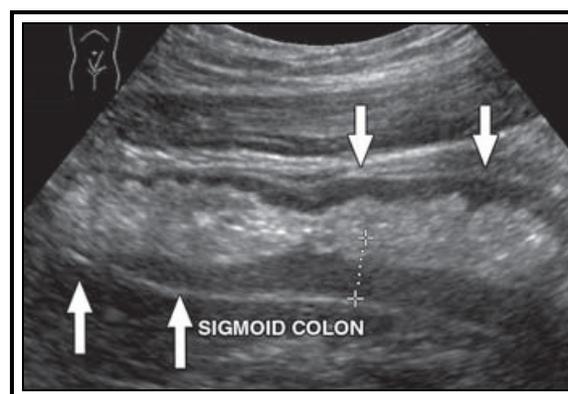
Mulher de 45 anos com colite ulcerosa. Ultrassonografia longitudinal do cólon sigmoide evidenciando espessamento concêntrico e difuso da parede (12 mm), resultante do espessamento da mucosa (Kuzmich et al 2009).
